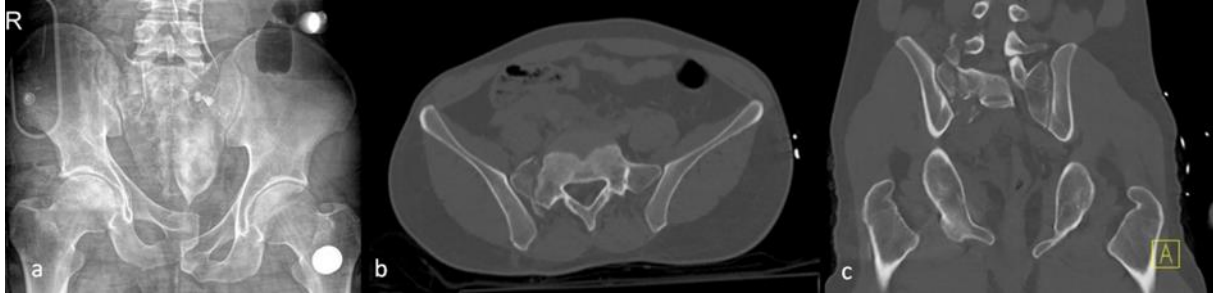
a. AP pelvis x-ray of a patient suffering from Tile type C pelvic ring injury. b. Axial CT view of the patient. c. Coronal CT view of the patient
